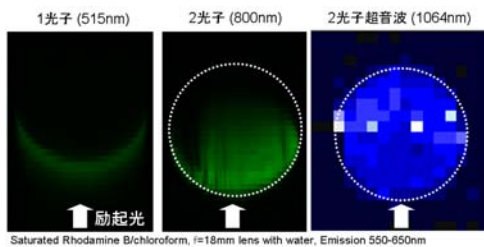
1光子、2光子顕微鏡と2光子励起による超音波イメージングとの比較
